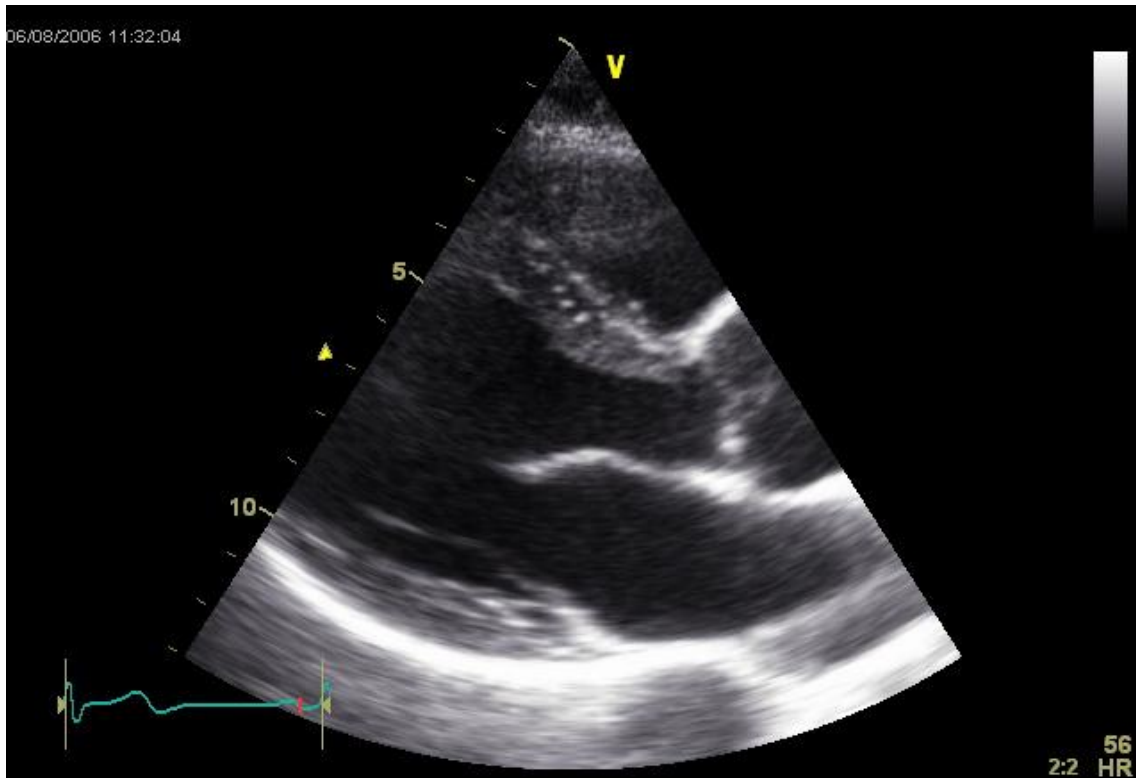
parasternal lange Achse (2D)
